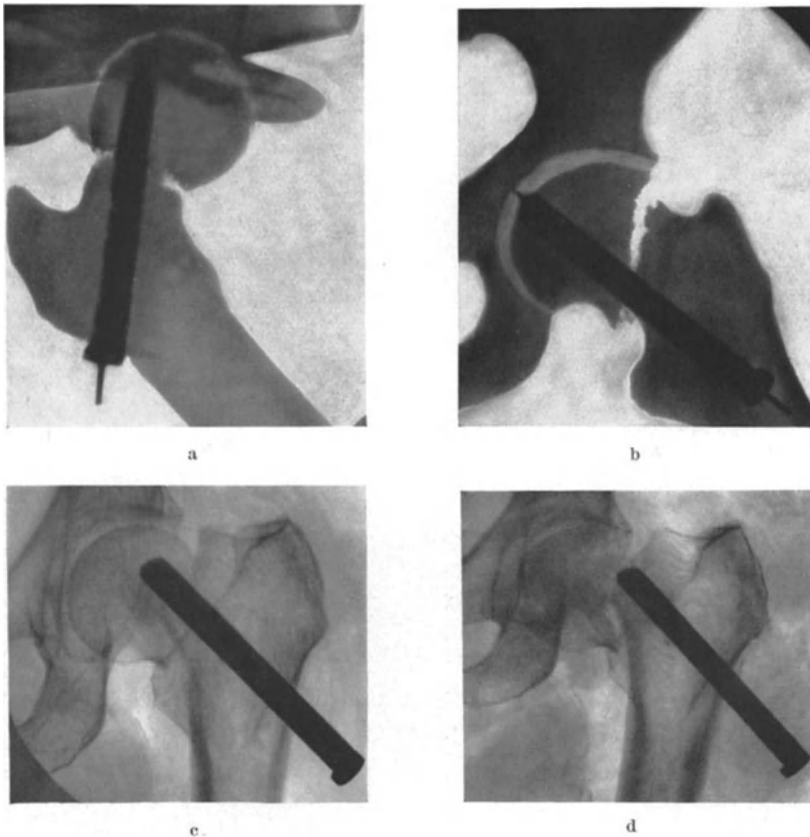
a—d. Austreibung des Nagels aus dem Kopf. a und b (verdeutlichte Röntgenbilder): Schlechte Reposition, die Wackelbewegungen in der Frakturstelle zuläßt. c Der Nagel wird allmählich ausgetrieben. d Der Nagel hat den Kopf gänzlich verlassen (Chir. Klinik Uppsala).
